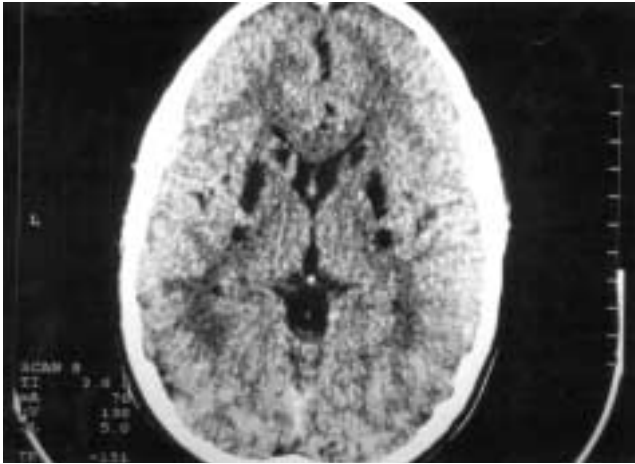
TC axial craneal: Hipodensidad simétrica de los núcleos caudado y putamen.
